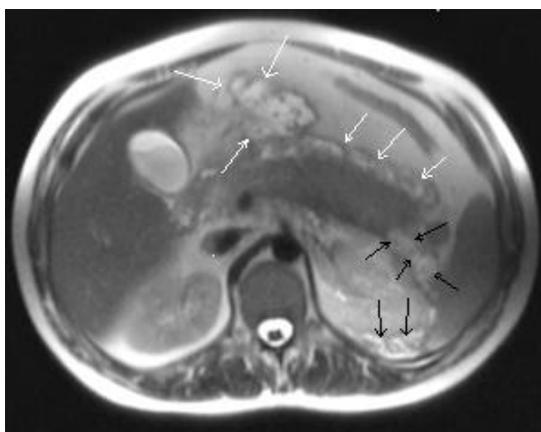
МРТ. Аксиальное T2-ВИ. Большие жидкостные скопления в перипанкреатической клетчатке и клетчатке мезоколон (стрелки). Скопление жидкости вокруг хвоста с переходом на левую заднюю параренальную клетчатку (черные стрелки)
